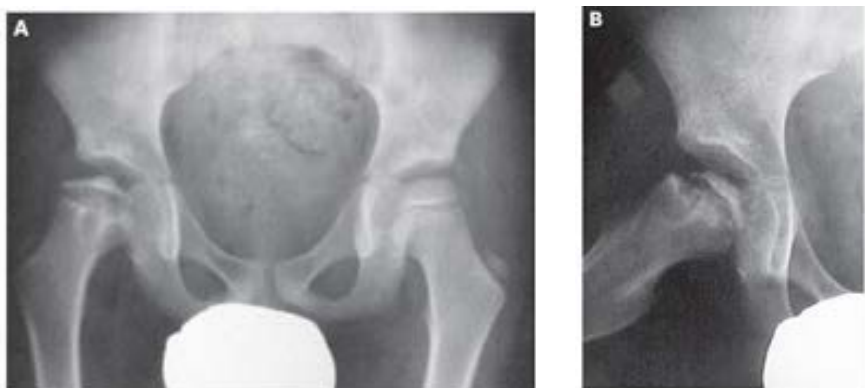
Radiografias AP e Lowenstein de menino de 6 anos de idade com DLCP, subluxado, no quadril direito - Fonte: BERTOL P. Doença de Legg-Calvé- Perthes. Rev Bras Ortop. 2004;39(10)
